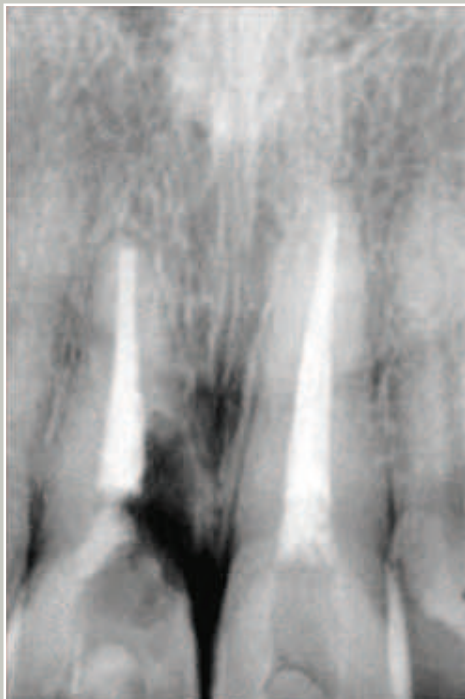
Exame radiográfico periapical inicial. Nota-se reabsorção externa, no elemento 11, tratamento endodôntico do elemento 21. Durante a anamnese constatou-se que o paciente passou por sessões de tratamento clareador interno no elemento 11.
